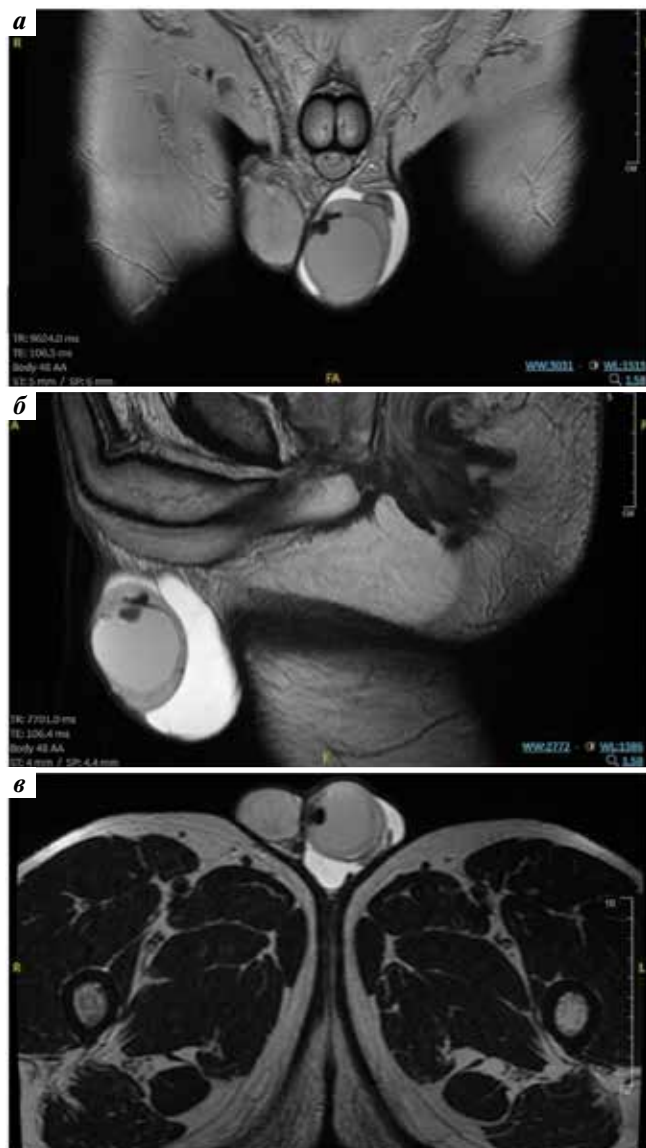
Магнитно-резонансные томограммы органов малого таза с контрастированием: а – фронтальная проекция; б – сагиттальная проекция; в – аксиальная проекция
